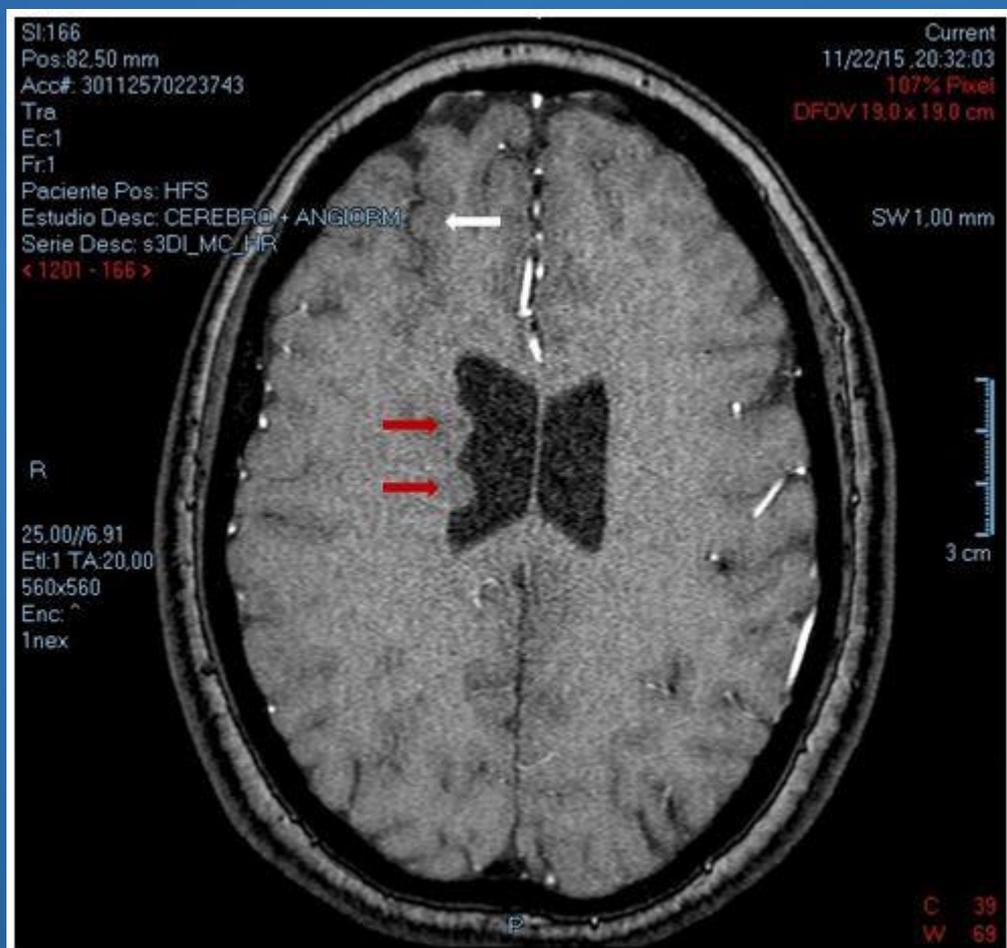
Resonancia Magnética (RM) de encéfalo, con contraste endovenoso donde podemos observar que las lesiones nodulares periventriculares no presentan realce tras la administración del mismo.
